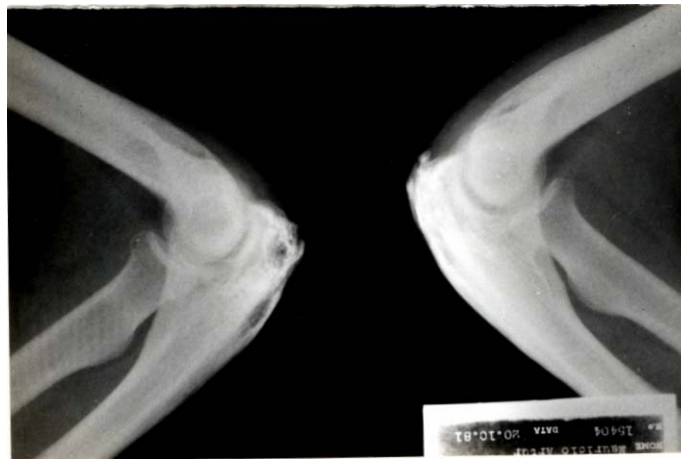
Radiografia de controle do doente da Fig. 13, após 1 ano de tratamento.
